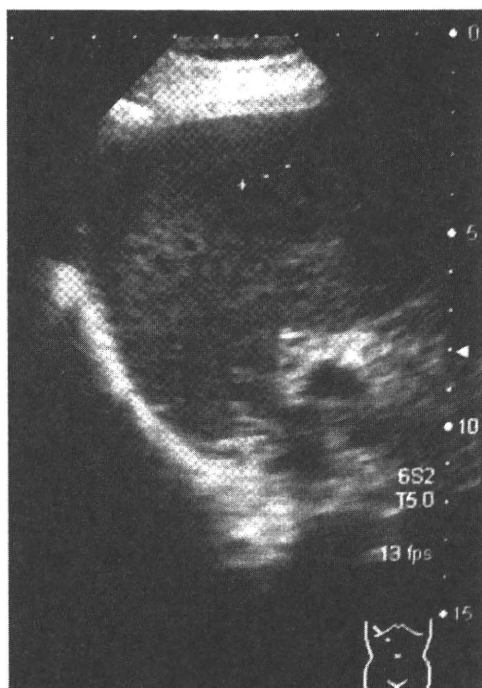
Ultrasonography shows hypoechoic tumor, 15 mm in diameter in segment 8.
